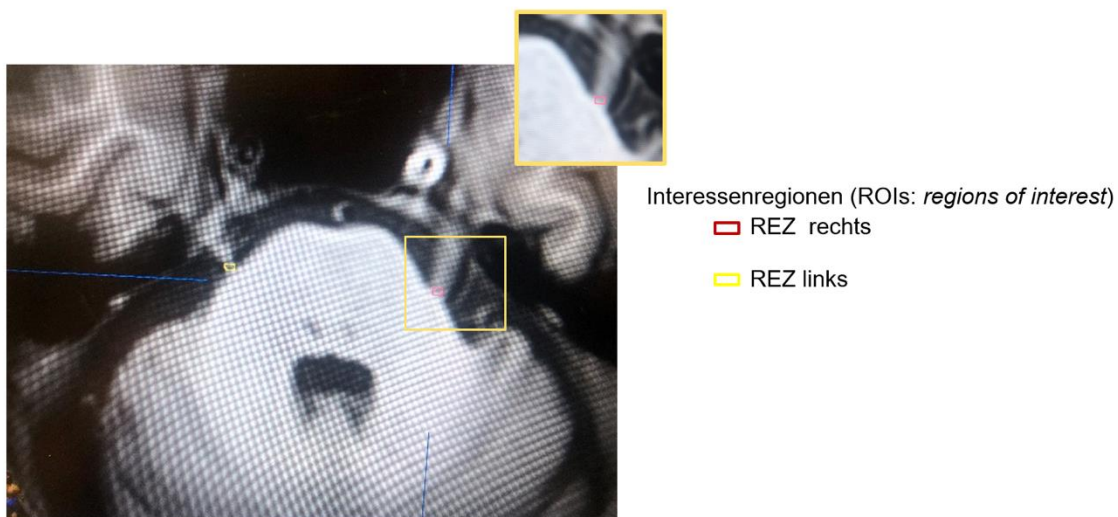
Festlegung der ROIs mittels BrainLab IPlan. Dargestellt ist die axiale T1-MRT-Schicht auf Höhe der Vierhügelplatte, mit bilateralem Austritt der TN. Visualisiert mittels BrainLab IPlan. Die ROIs im Bereich der REZ sind rot (rechts) bzw. gelb (links) hervorgehoben.
